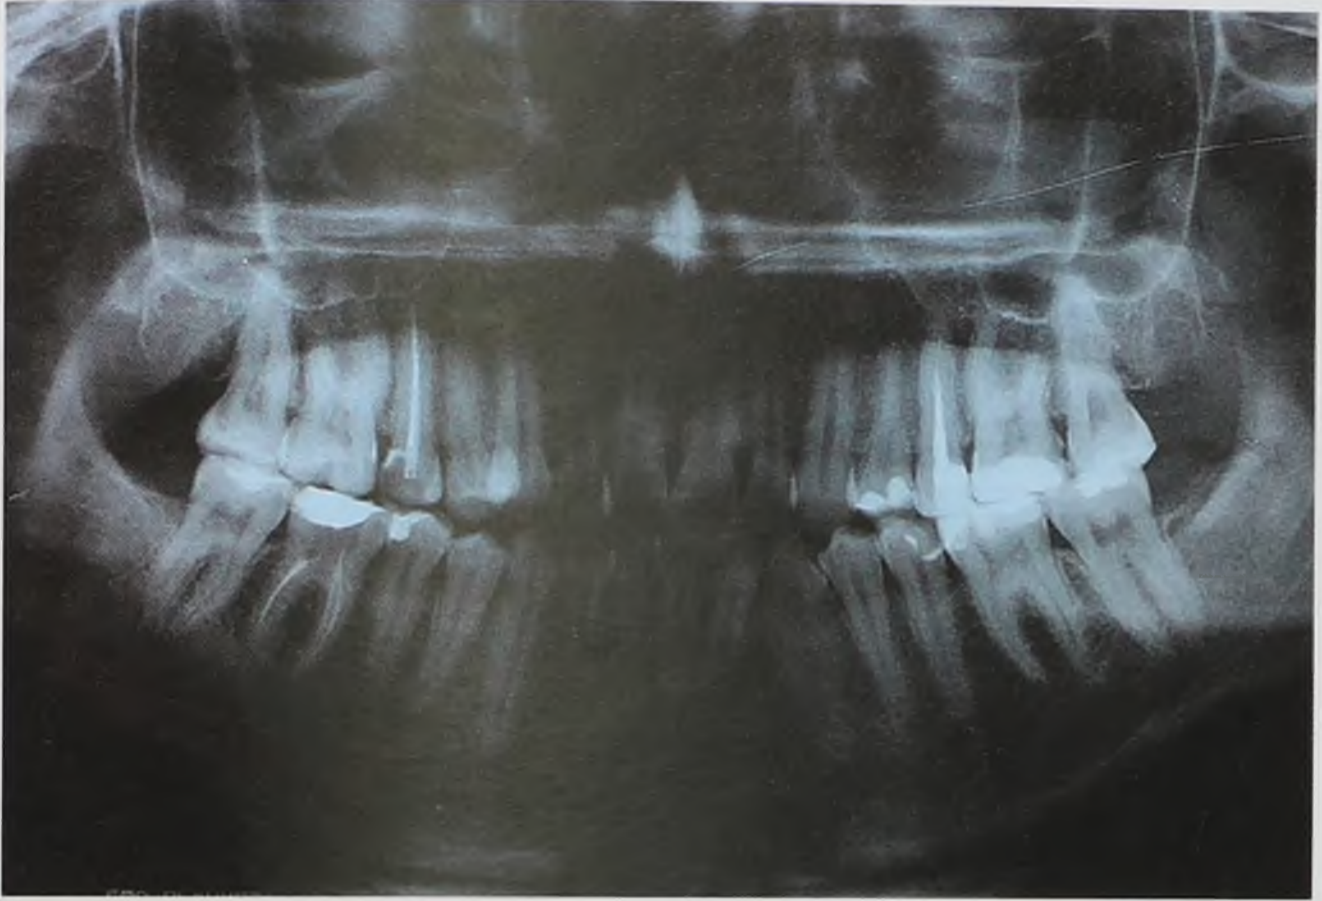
Ортопантомограмма до лечения
